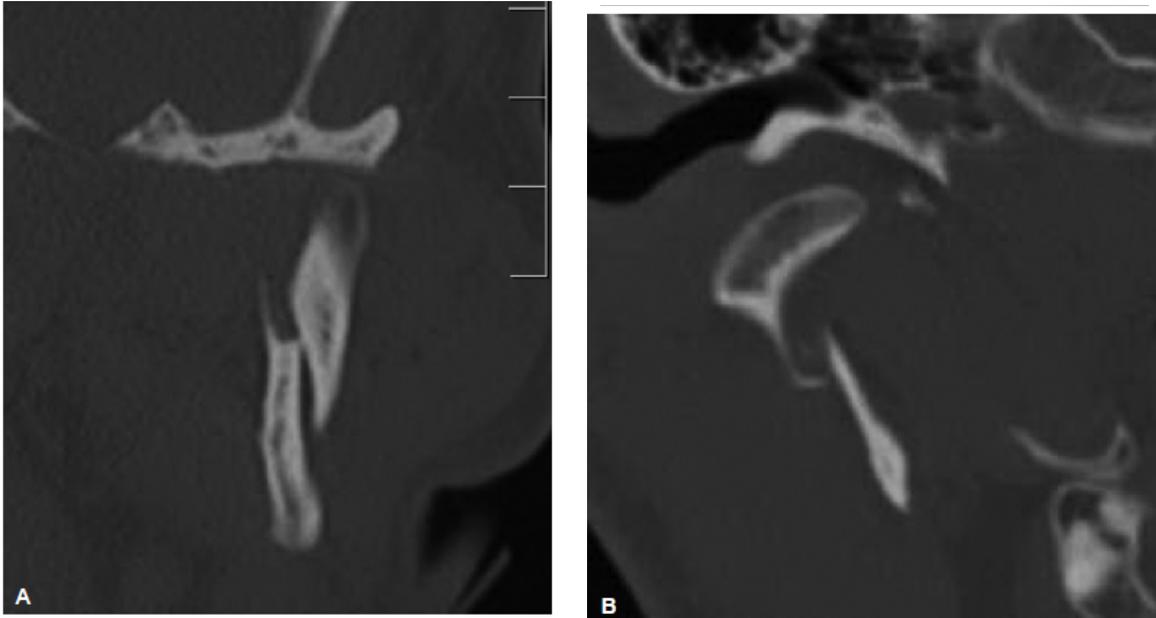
Fratura subcondilar, como observada na tomografia computadorizada coronária.
